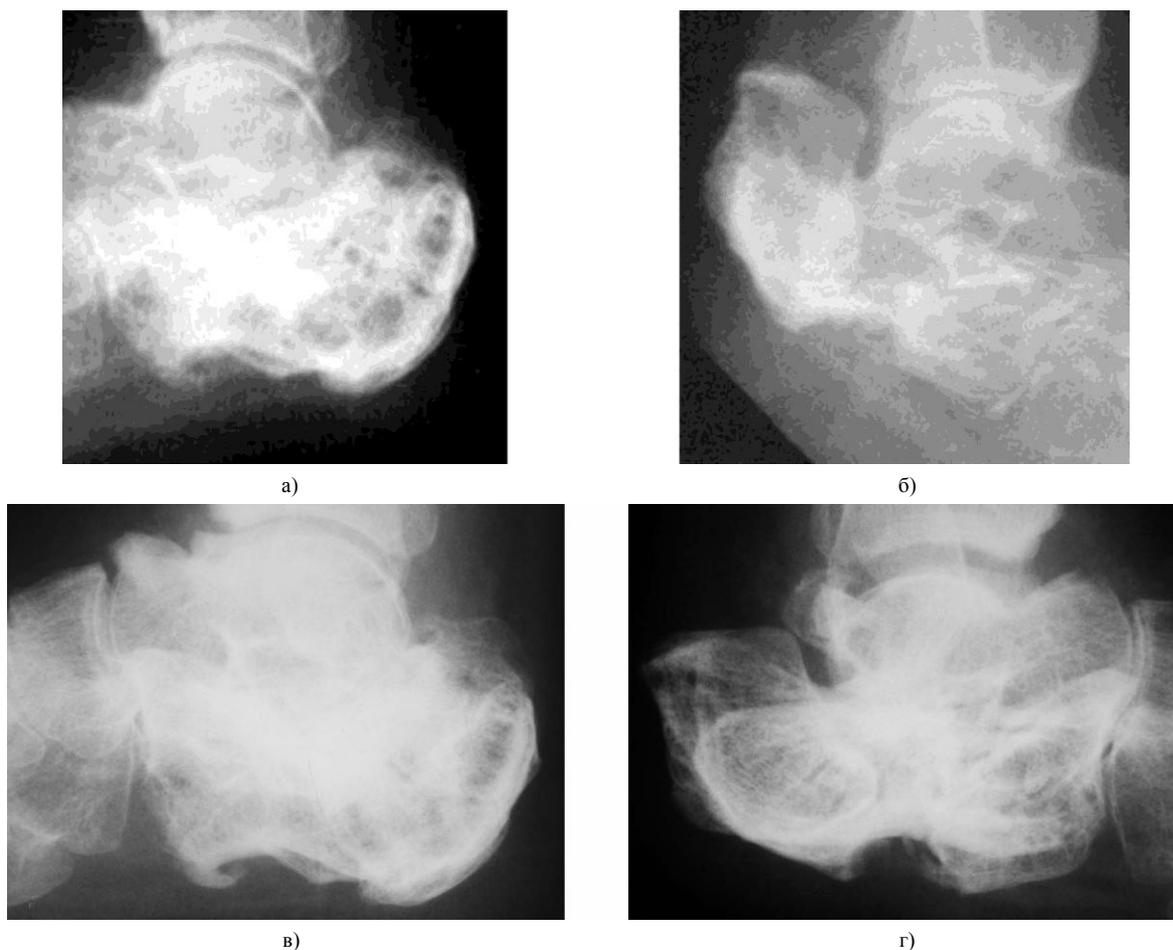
Фрагменты рентгенограмм стоп больной Ж. до лечения (а – правая пяточная кость, б - левая пяточная кость) и через 3 года после лечения (в - правая пяточная кость, г - левая пяточная кость)
